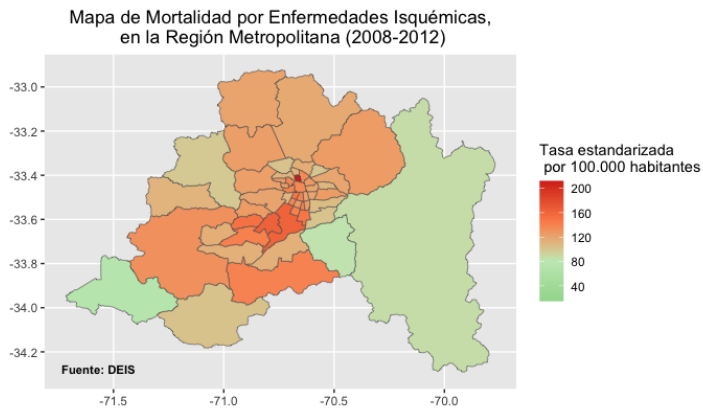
Mapas de mortalidad por enfermedades isquémicas en la RM (2008-2012)
